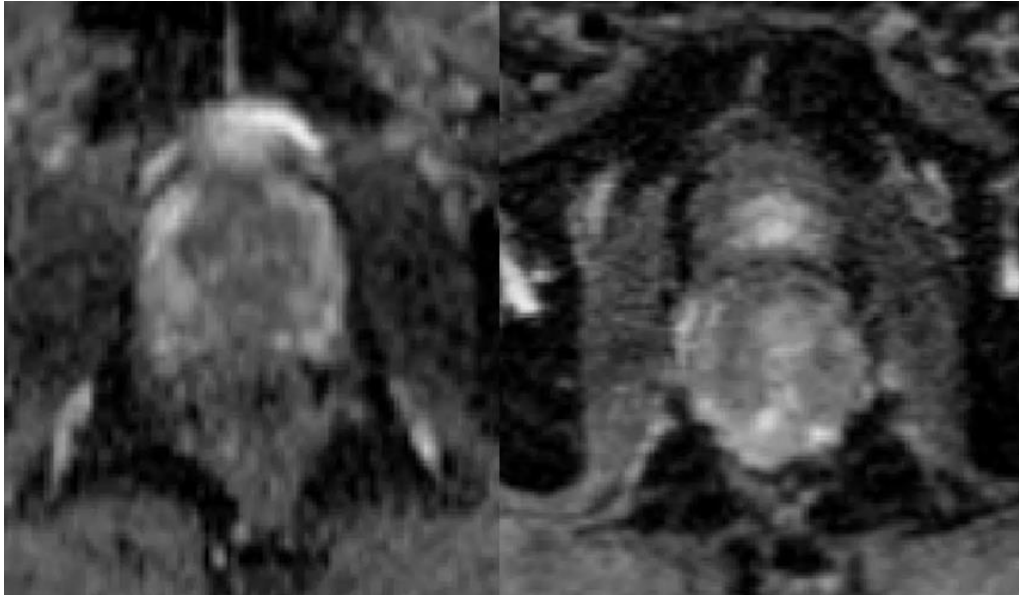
Aufnahme der Prostata in der axialen dynamischen kontrastmittelverstärkten MRT-Sequenz: Veranschaulicht ist beispielhaft jeweils eine axiale Schnittebene der Prostata zweier Patienten (links/rechts) in der dynamischen kontrastmittelverstärkten Sequenz der Prostata-MRT. Quelle: eigene Abbildung
